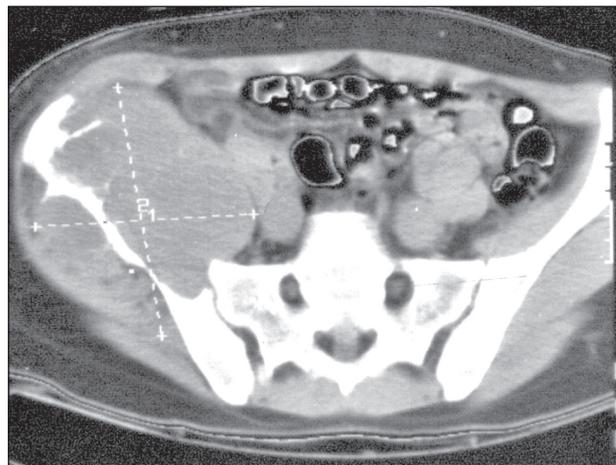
Компьютерная томограмма на уровне S1 той же больной. Крыло и тело правой подвздошной кости умеренно вздуты, литически разрушены. Кортикальный слой пограничной линии внутренней поверхности тела правой подвздошной кости разрушен
